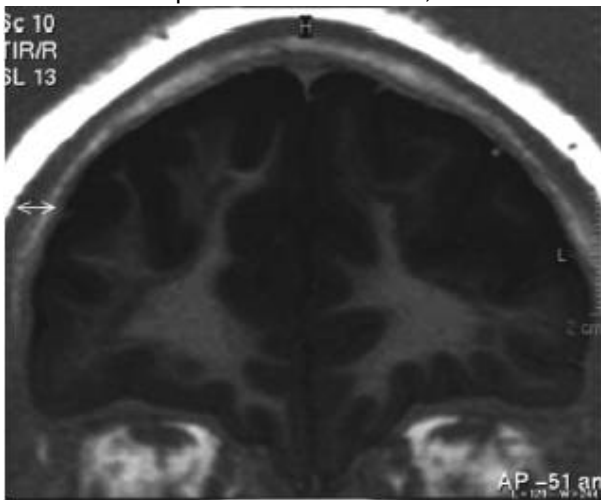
Aspect radiologique d'un double cortex. Double cortex ou hétérotomie en bande. IRM de pondération T1 en inversion récupération. Jeune fille de 14 ans, première crise d'épilepsie. Une fine couche de substance grise vient souligner en dedans le cortex d'apparence normal, ici dans les régions frontales.
